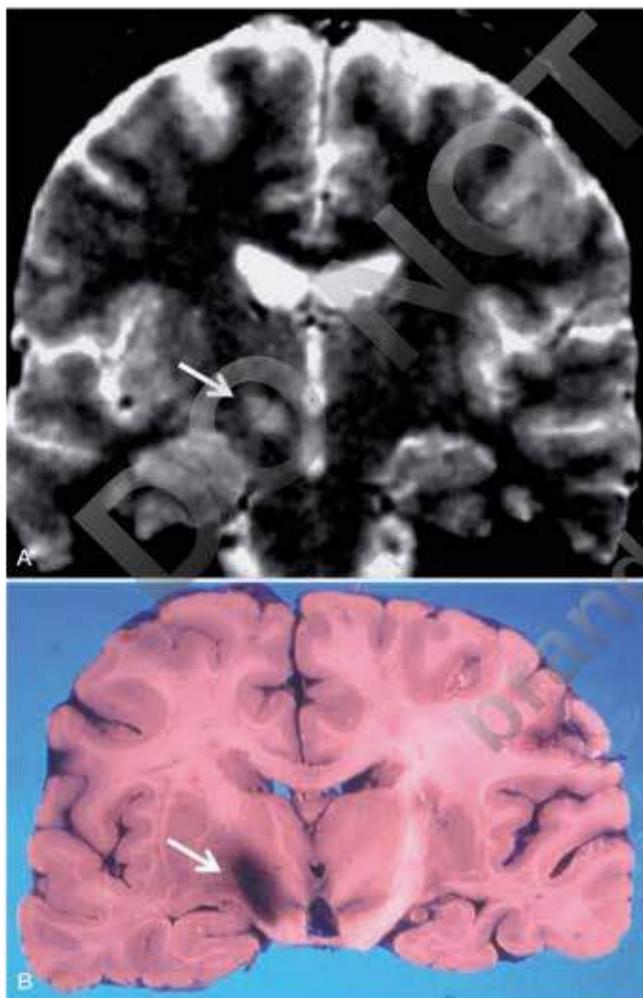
Hemibalismo. A. RM. Infarto en el área del núcleo subtalámico. B. Corte coronal del cerebro. Pequeña hemorragia en la región del núcleo subtalámico.
